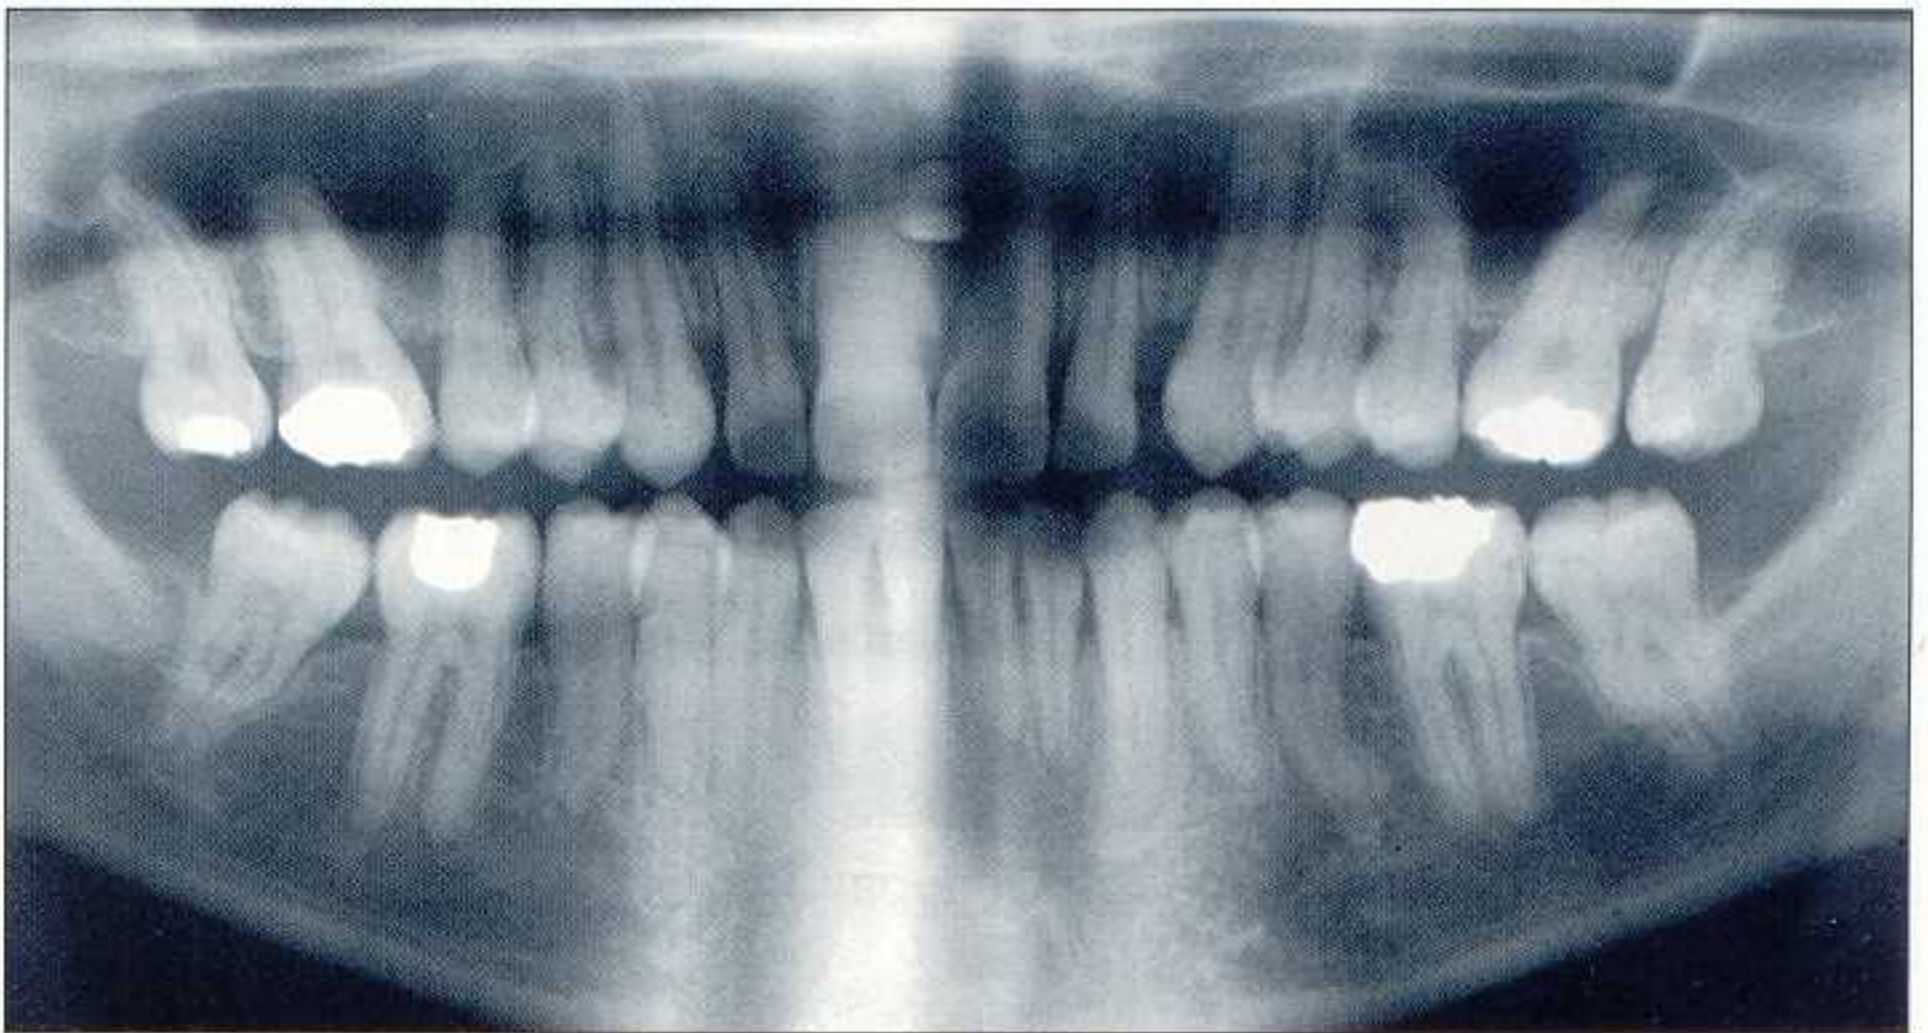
Bilan radiographique 3 ans après le début du traitement.
